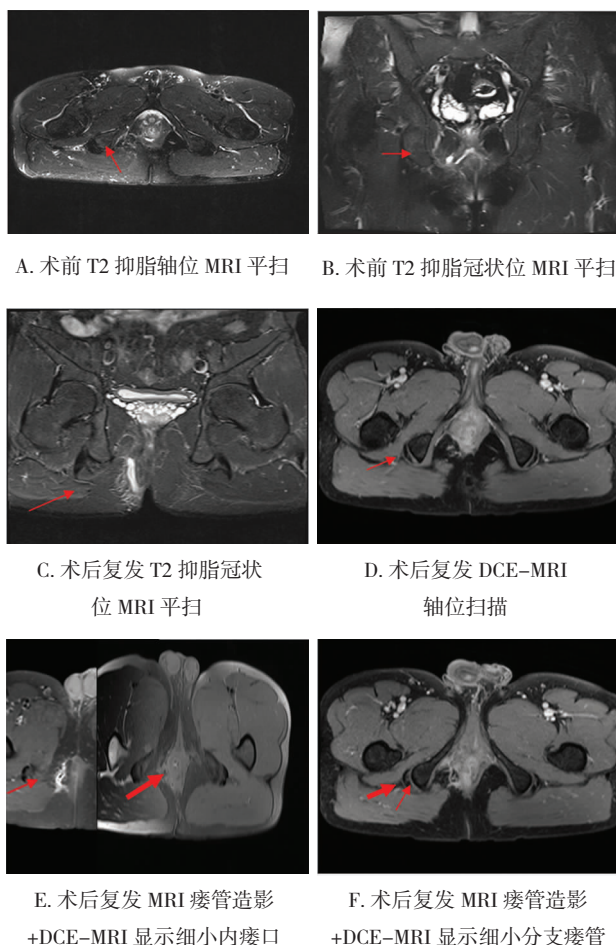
高位复杂型瘘管术区 MRI 平扫及术后 MRI 平扫、DCE-MRI 及 MRI 瘘管造影 +DCE-MRI 对比
